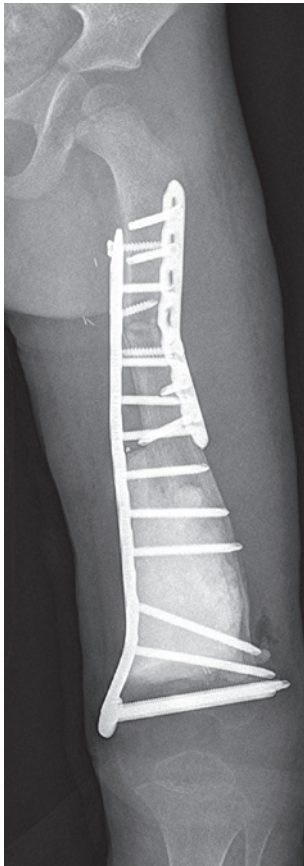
Röntgenbild a.p. Oberschenkel nach Segmentreplantation und Verbundosteosynthese
